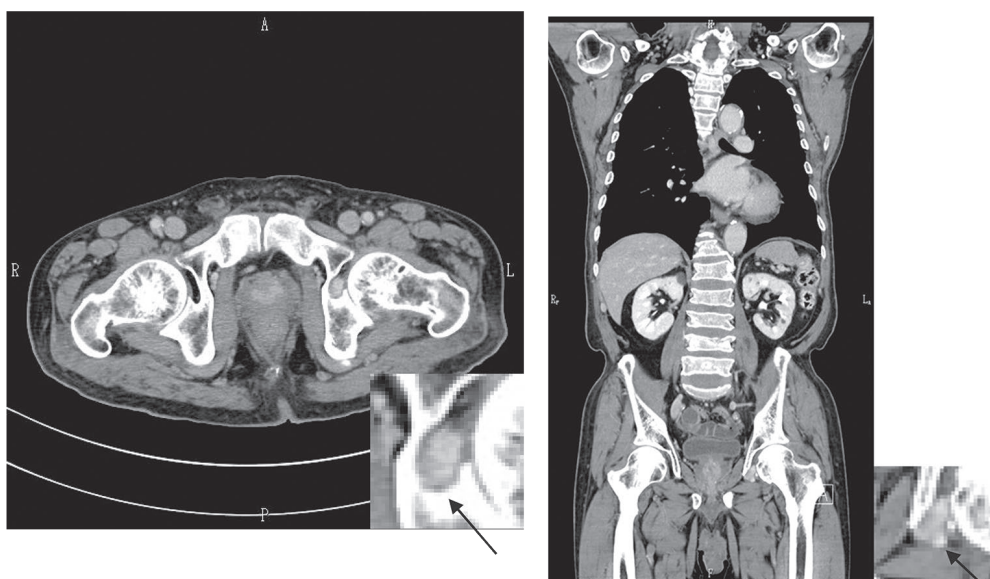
(a) 胸腹骨盤部造影CT 横断面 (b) 胸腹骨盤部造影CT 冠状断
